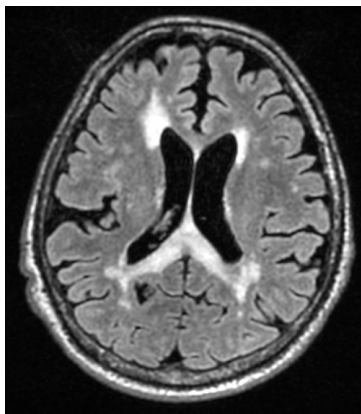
入院後MRI FLAIR像推移 (X年7月/9月/11月)
